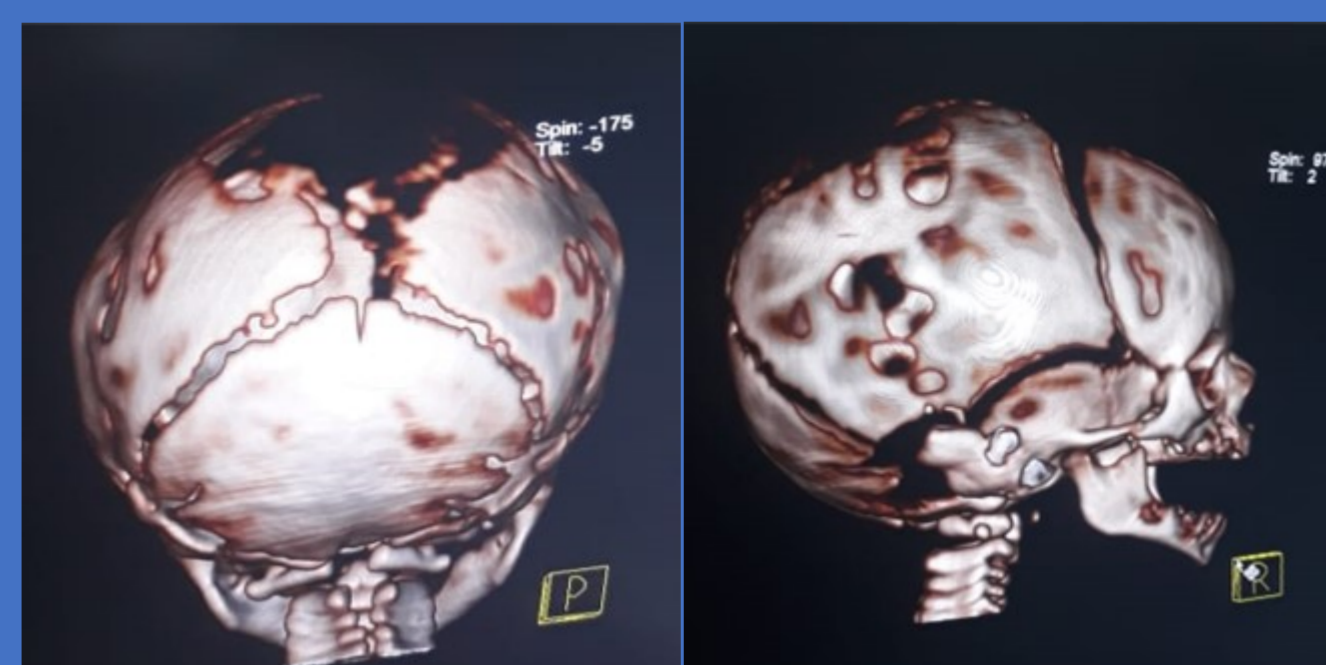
Tomografia Computadorizada referente ao caso clínico 2, evidenciando defeito de ossificação de osso frontal em situação mediana, com alargamento focal da sutura metópica e aparente exposição da duramater. Tomografia Computadorizada referente ao caso clínico 3, evidenciando extensa falha de ossificação da calota craniana acometendo o aspecto superior do osso frontal, mais exuberante na porção cranial de ossos parietais e ainda apresentando outras falhas menores em seus aspectos laterais e sintelencefalia.
